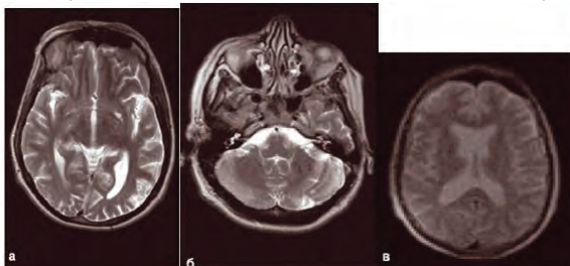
МРТ головного мозку хворих
